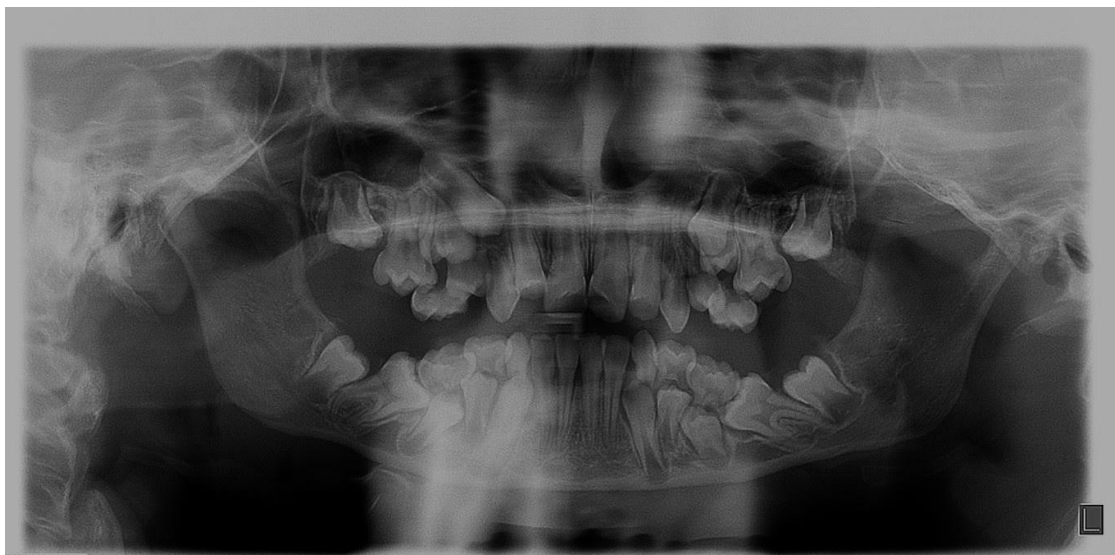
Radiografia panorâmica de controle, Reabsorção avançada das raízes dos segundos molares decíduos.
